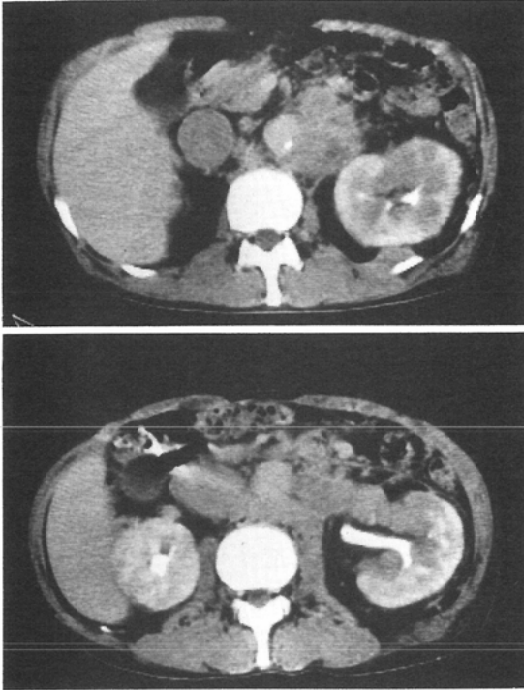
B. Enhanced CT scan demonstrates diminished concentration and an irregular mottled appearance of the left renal medulla.
